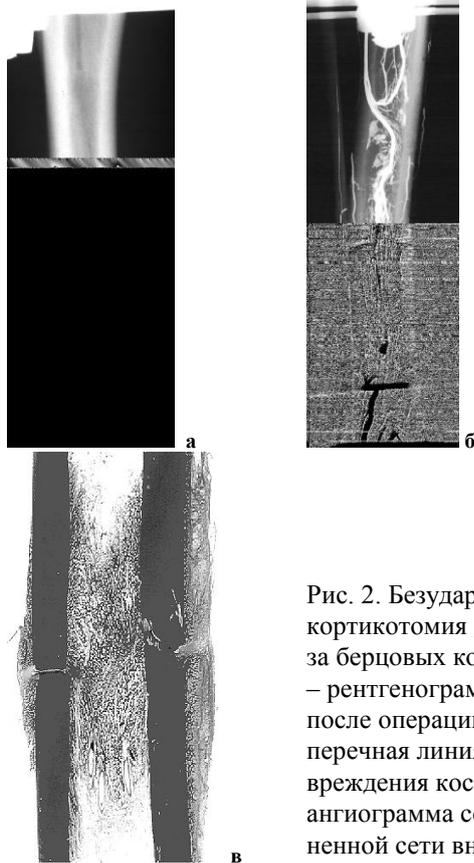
Безударная кортикотомия диафиза берцовых костей: а – рентгенограмма после операции, поперечная линия повреждения кости; б – ангиограмма сохраненной сети внутрикостных сосудов; в – гистотопограмма большеберцовой кости через 10 дней фиксации (окр. гематоксилином и эозином)
